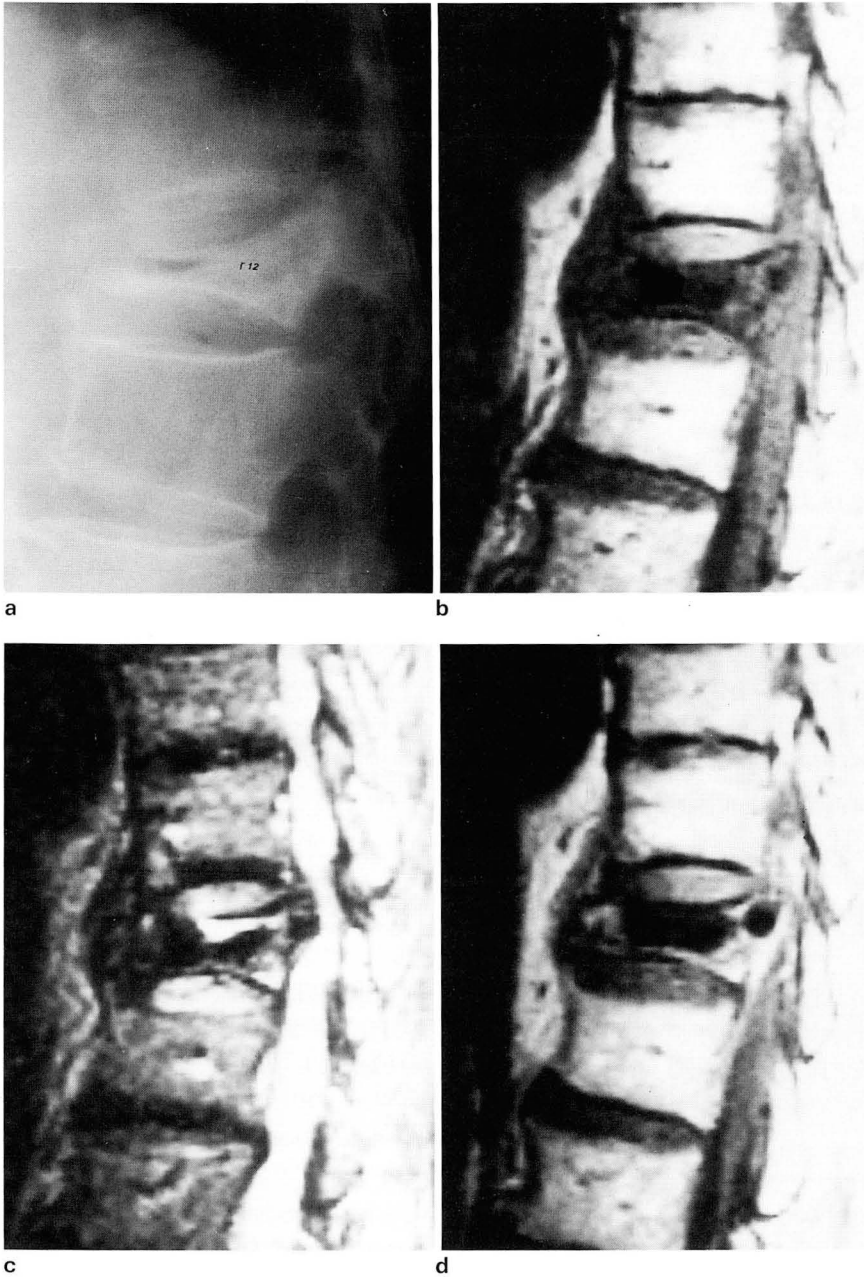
Case 1. Lateral plain radiograph of thoracolumbar spine(a) reveals compression of T12 vertebral body with intra-vertebral vacuum cleft. CT of this level shows air density at anterior portion of T12 body(not shown). T1-weighted(b) and T2-weighted MR images(c) show intraosseous signal void area that corresponds to air shadow on plain radiograph. Remained bone marrow shows portion of low signal on T1-weighted images and high signal on T2-weighted images. This may be due to various fibrous mesenchymal or granulation tissue. Gd-DTPA enhanced image(d) shows suspicious minimal enhancement at the dependent portion of vacuum cleft. Intervertebral disks are well preserved except degenerative changes.
